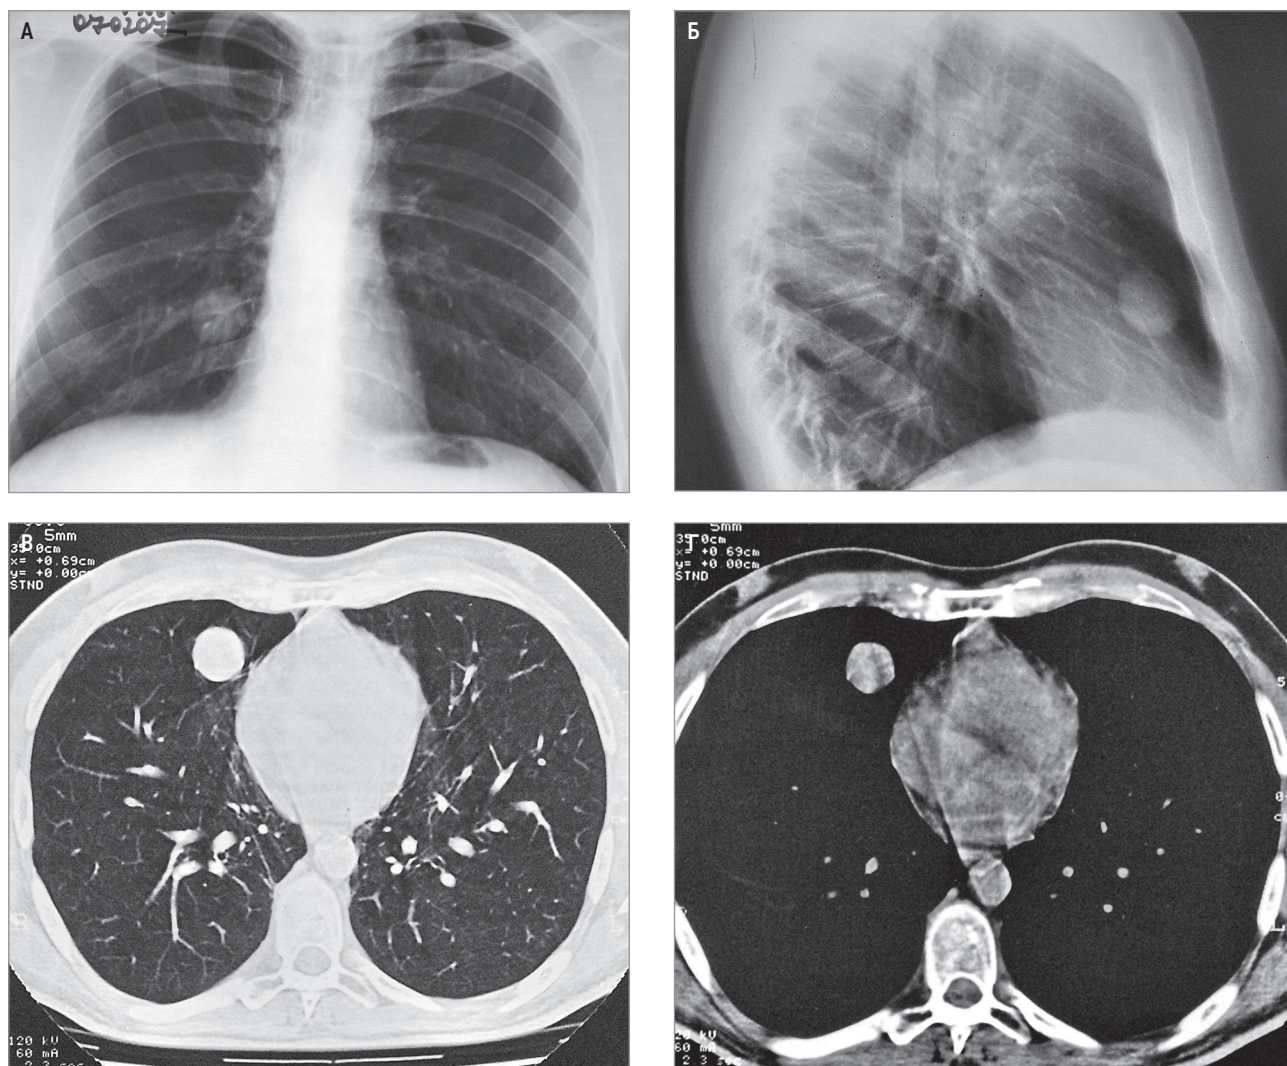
Периферическая саркома средней доли правого легкого: А – рентгенография в прямой проекции; Б – в боковой проекции; В – компьютерная томография в легочном окне; Г – в мягкотканном окне
